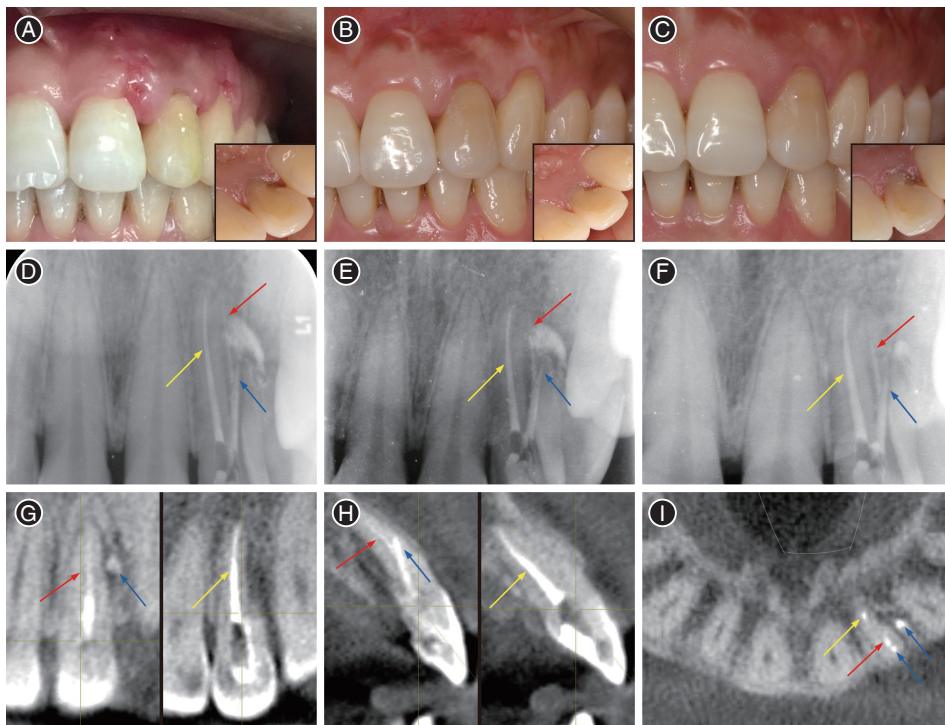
上颌侧切牙显微根管外科手术术后复诊病例资料 A:术后10 d拆线后唇侧观(右下小图为腭侧观); B:术后4个月唇侧观(右下图为腭侧观); C:术后52个月唇侧观(右下图为腭侧观); D:术后10 d X线片; E:术后4个月X线片; F:术后52个月X线片; G:52个月锥形束CT(CBCT)冠状面; H:52个月CBCT矢状面; I:52个月CBCT横截面。红色箭头示颊根;蓝色箭头示侧穿;黄色箭头示腭根
